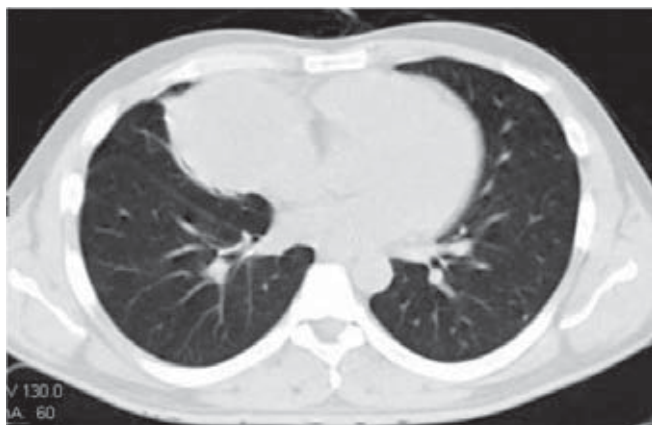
TAC helicoidal posttratamiento con lesión de 8 cm en mediastino anterior.
